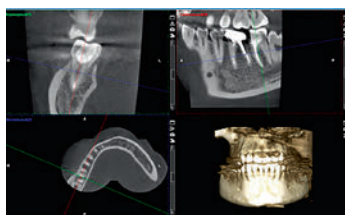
Конусно-лучевая компьютерная томография. Несостоятельный зуб 4.7, подлежащий удалению.
